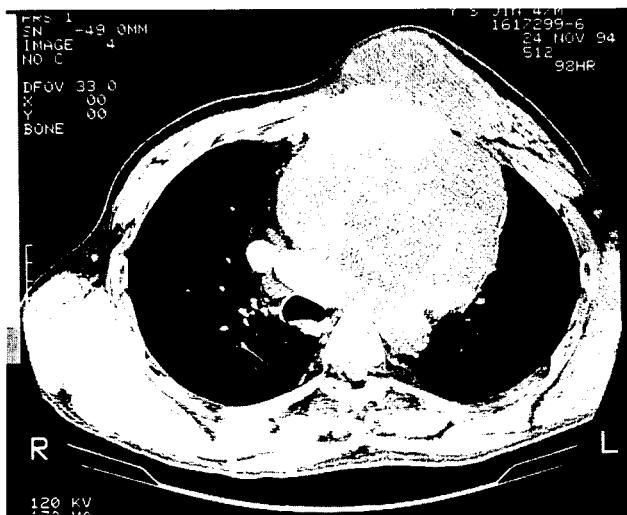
Preoperative chest CT show irregular shape chondrosarcoma which was compression on great vessels and destruction on sternum.
